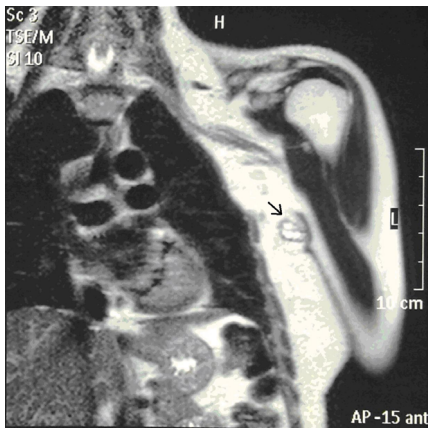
Coronal T2-weighted HASTE image shows an axillary mass (arrow) isointense to breast parenchyma and the dilated ductal structures inside.
